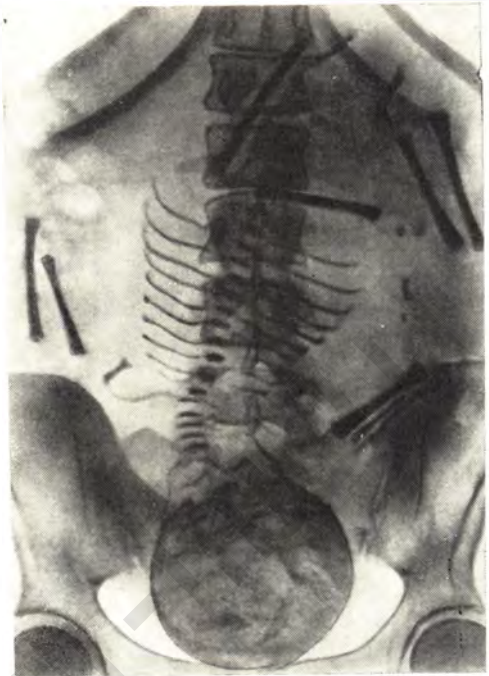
Прямая рентгенограмма живота беременной. Участки просветления в области сердца и нисходящей аорты плода из-за наличия в них газа.
